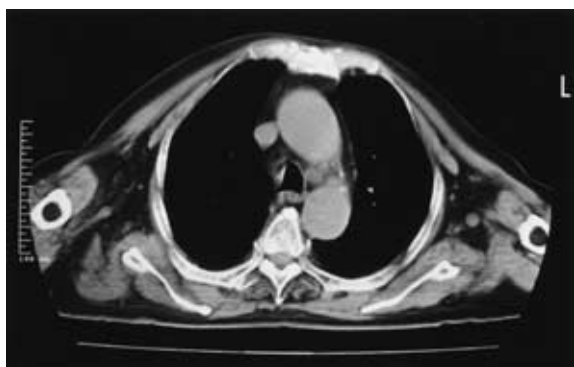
Chest CT showing decrease in size of mediastinal lymphadenopathy
